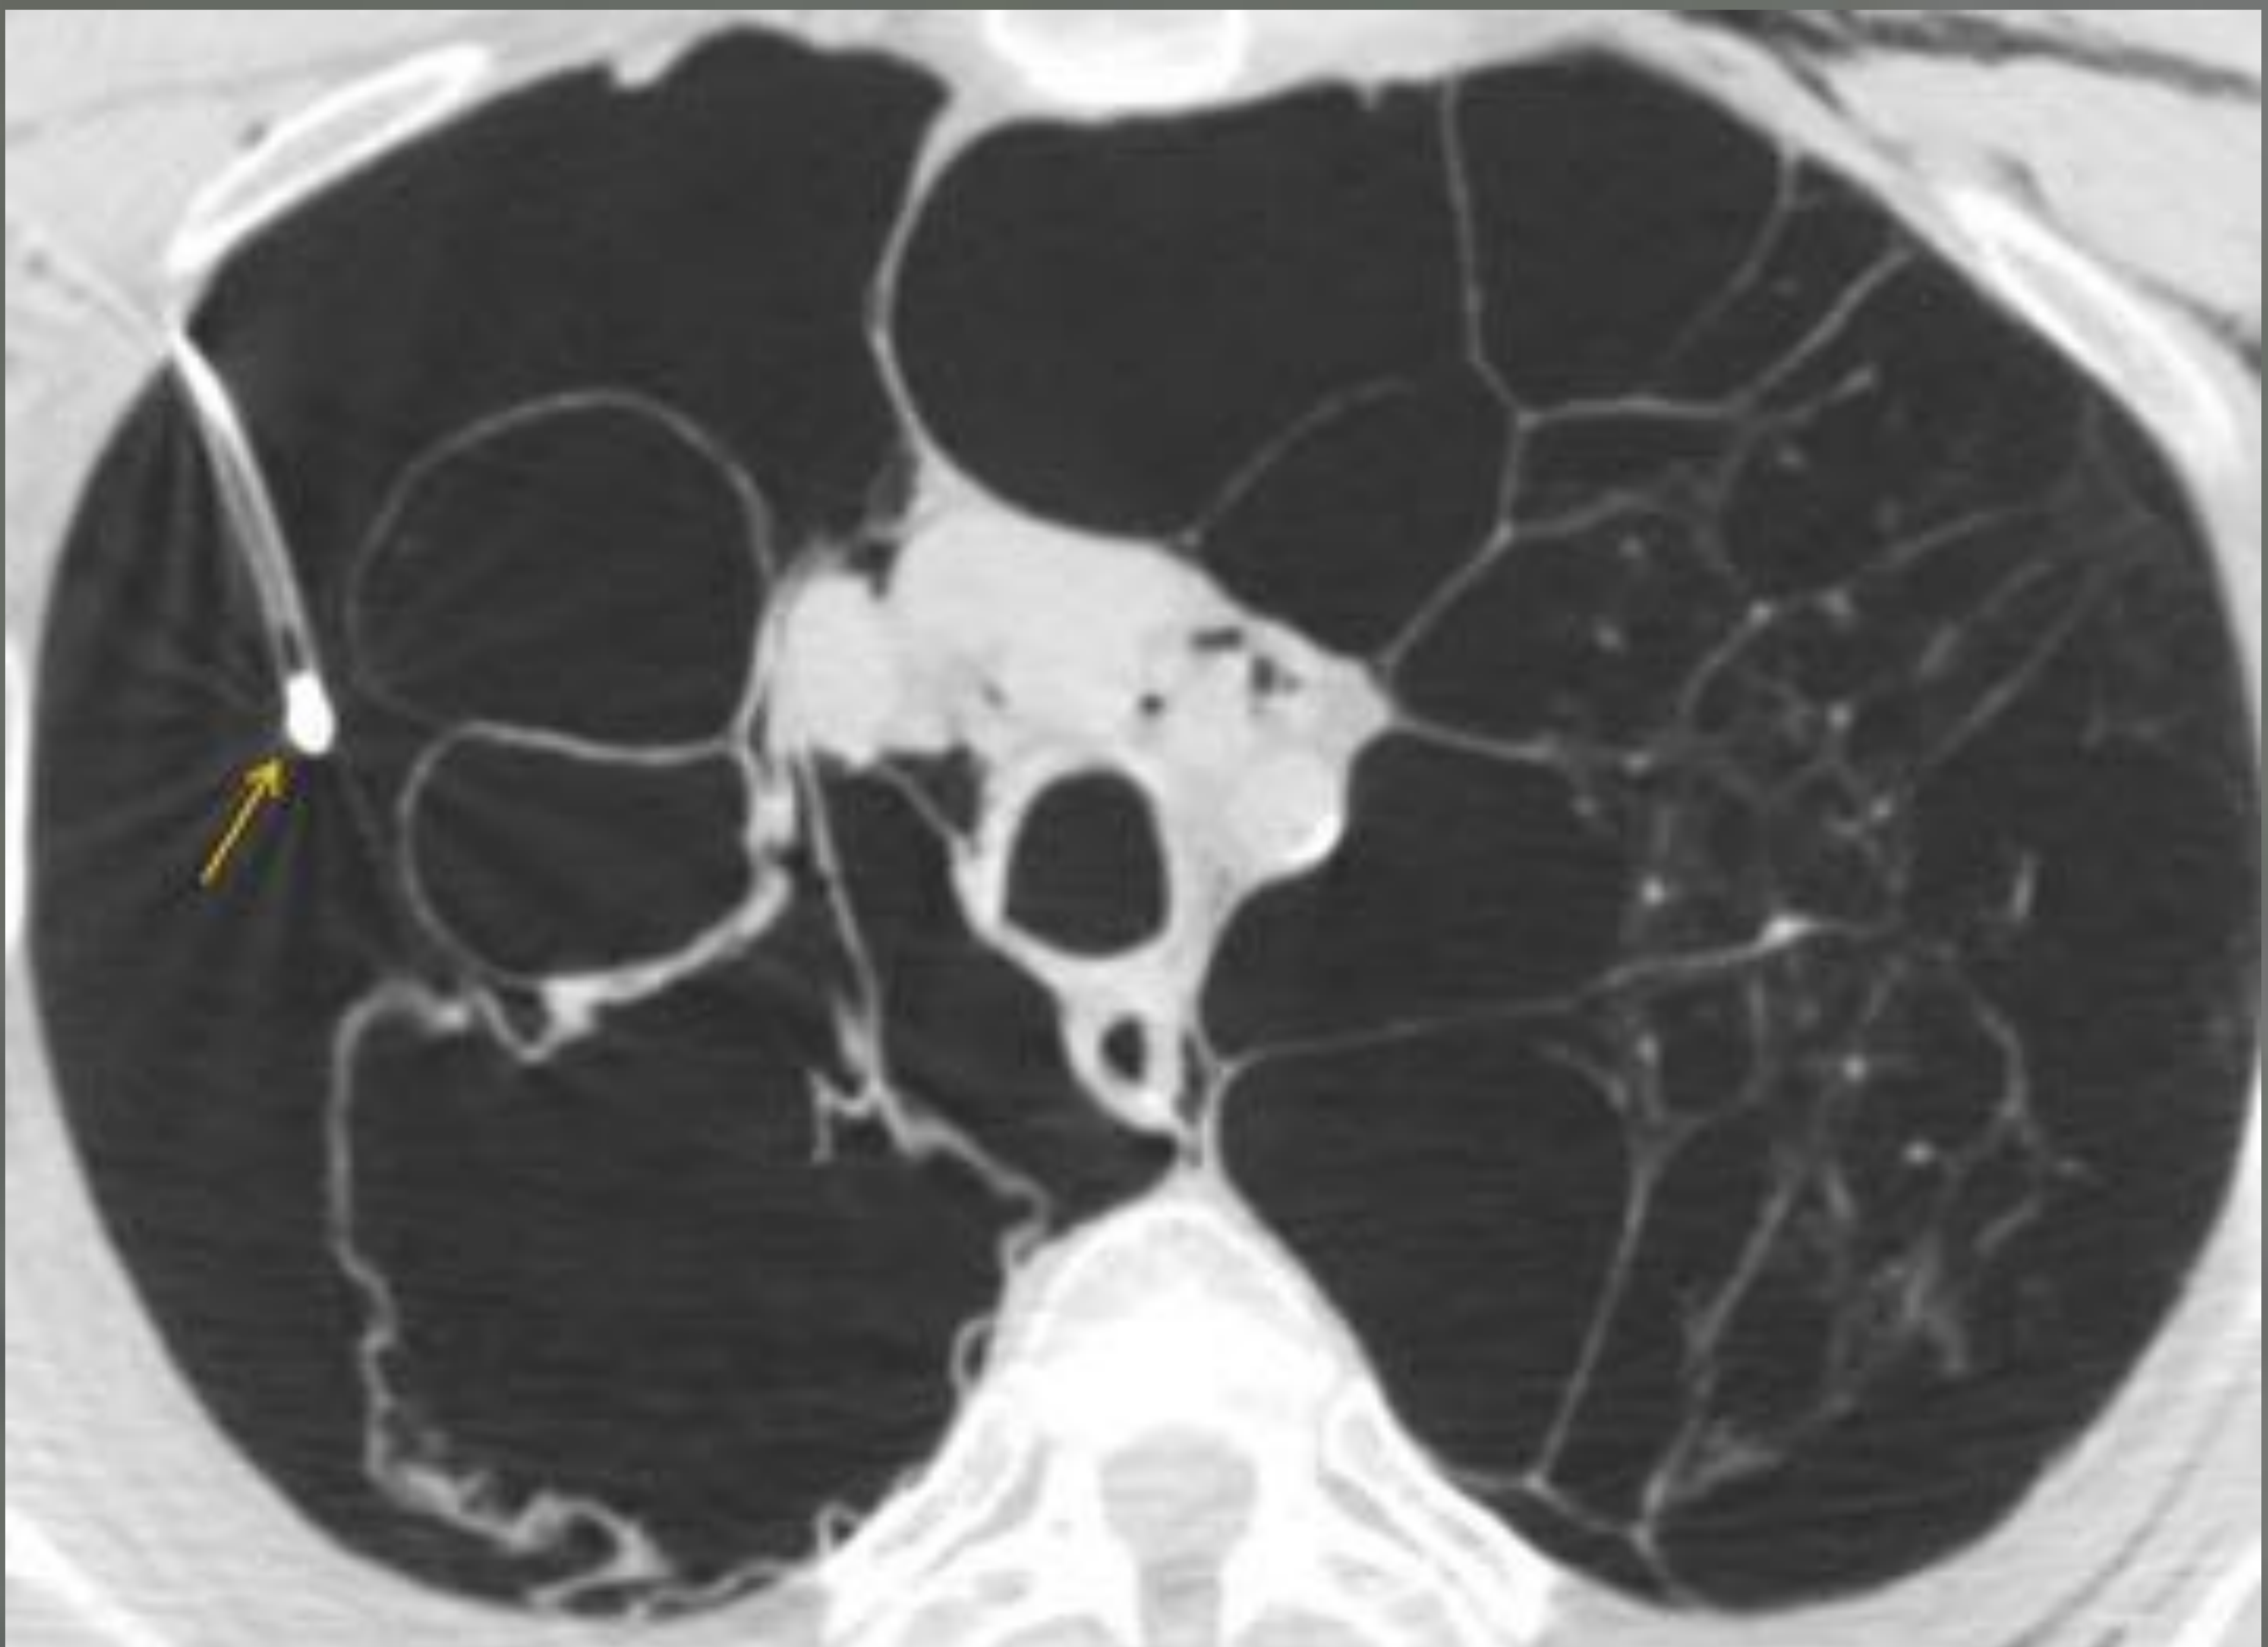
Varón de 57 años con neumotórax bilateral. Se realizó un TC para descartar que la punta del drenaje estuviera dentro de una bulla. La imagen axial de TC muestra enfisema bilateral y bullas, neumomediastino y enfisema subcutáneo. Se colocó un drenaje pleural en cada lado. La punta del drenaje derecho se identifica en la porción superior de la cavidad pleural (flecha)
